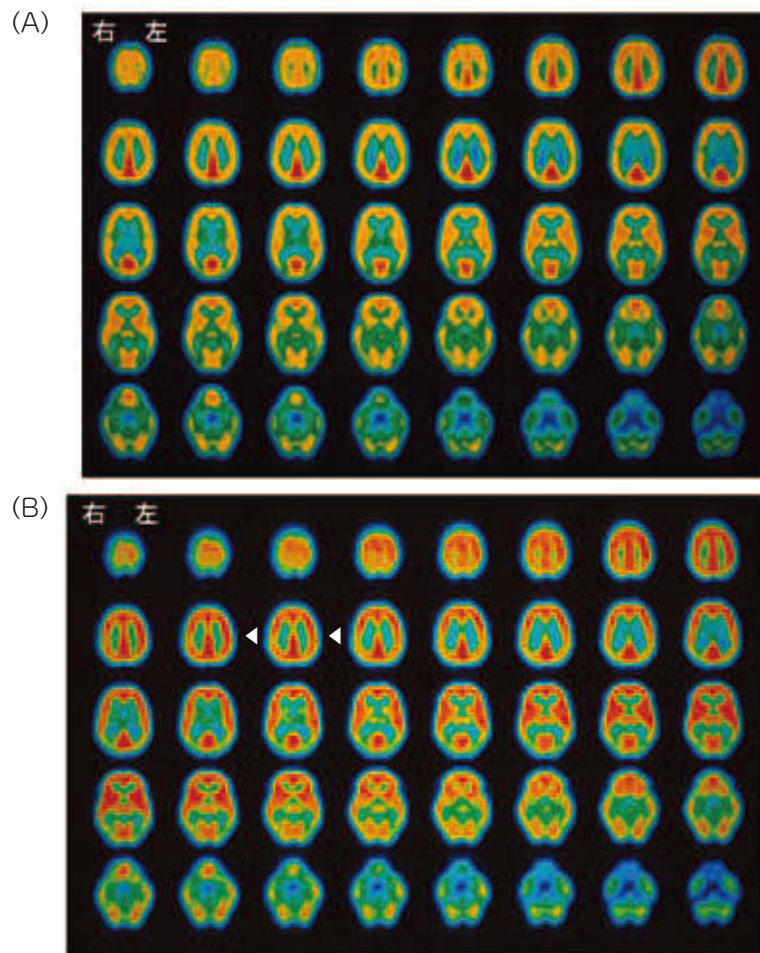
健常者各8人の安静時 (A) と右指運動時 (B) のPET画像
